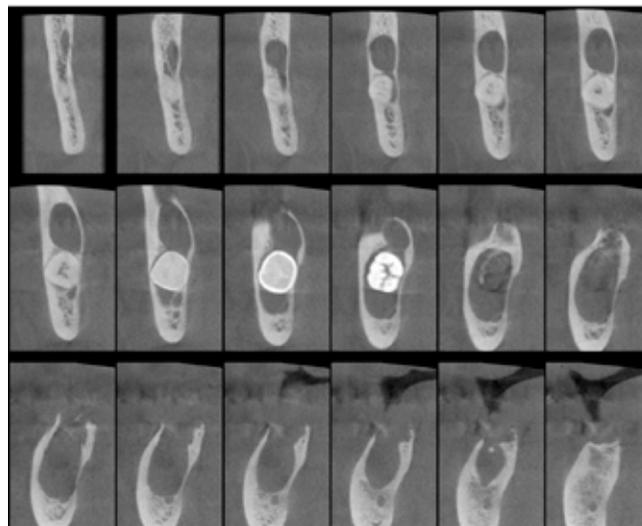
Cortes transversales de tomografía computada de haz cónico
